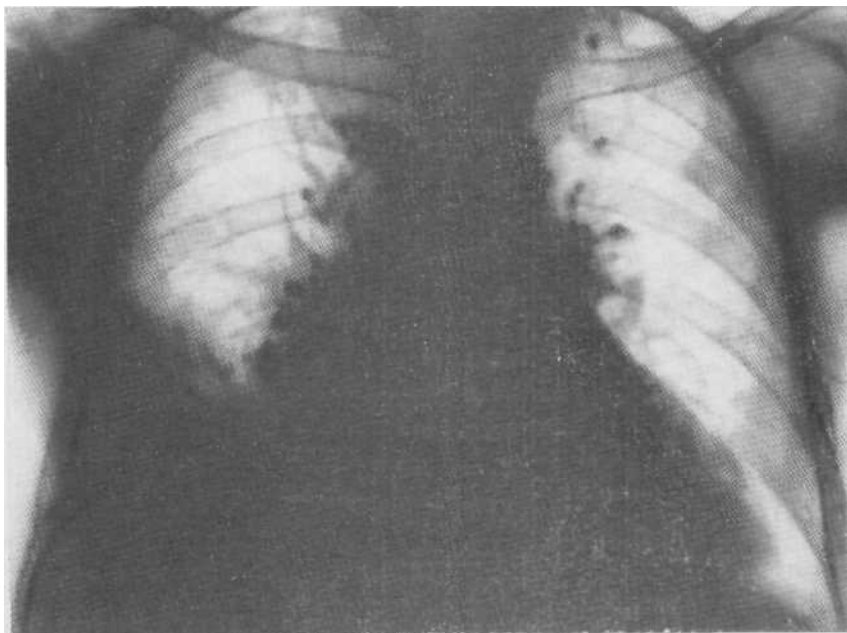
Обзорная рентгенограмма. Гипостатическая пневмония.
